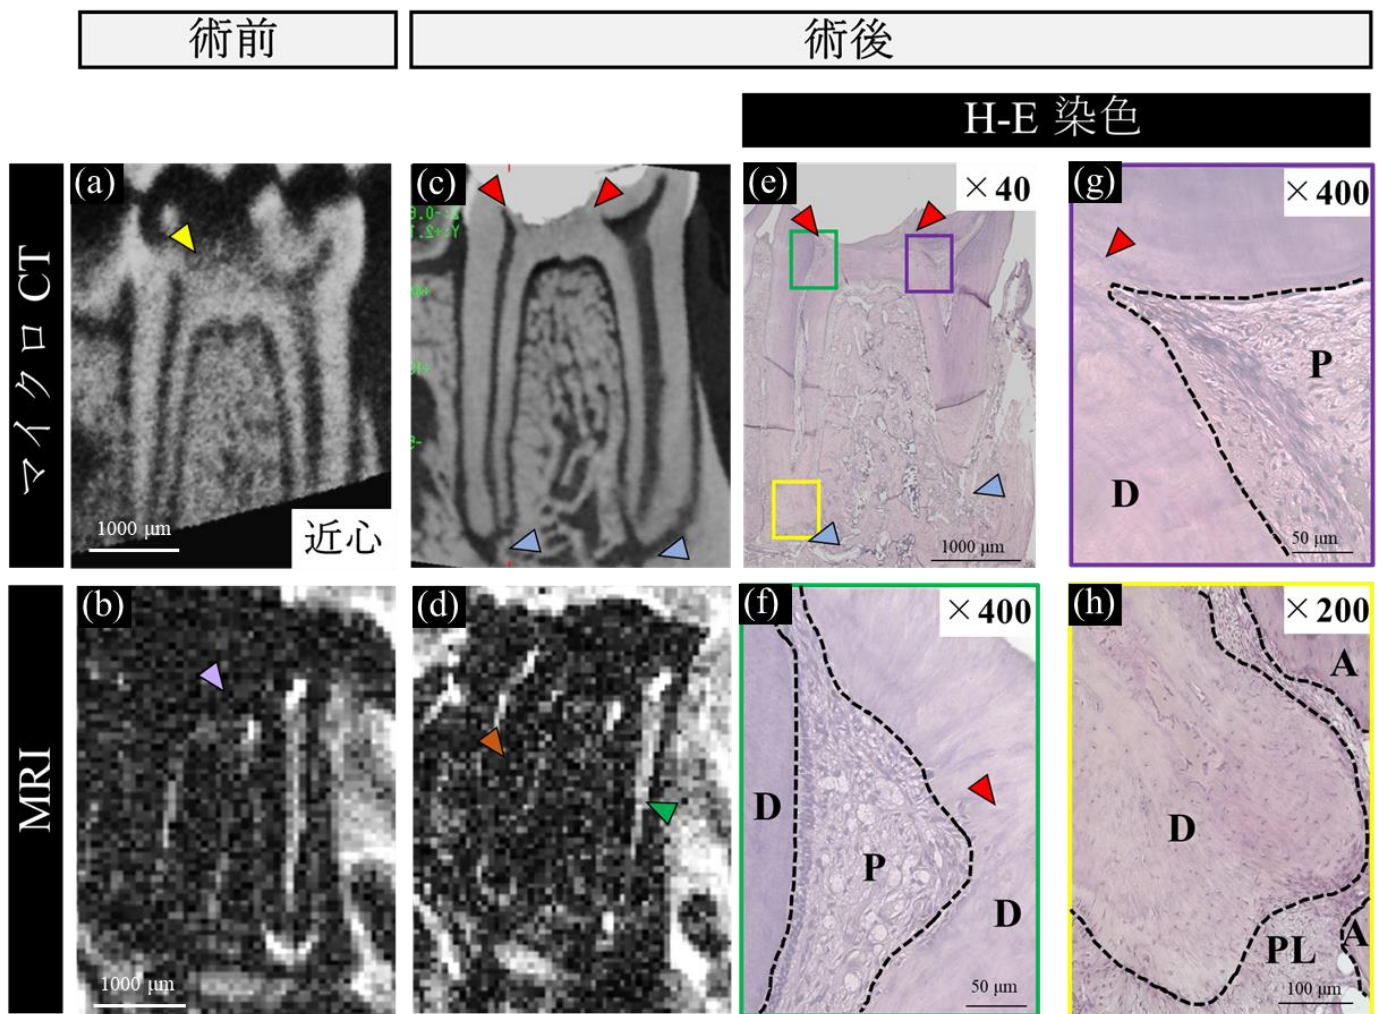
断髄実験の前後における，マイクロ CT 画像，T2 強調画像，および H-E 染色像
